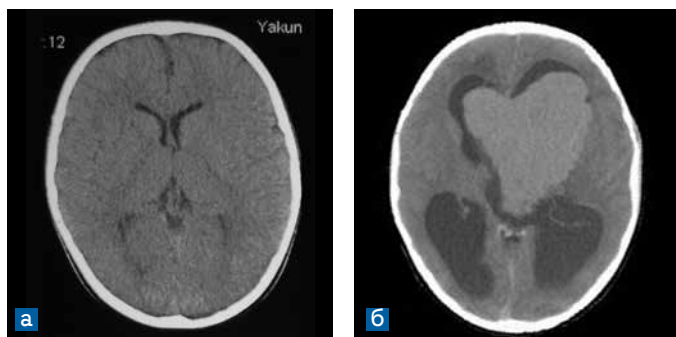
СЭГА – динамика интракраниальных образований: а) КТ в 2 года; б) КТ в 7 лет
